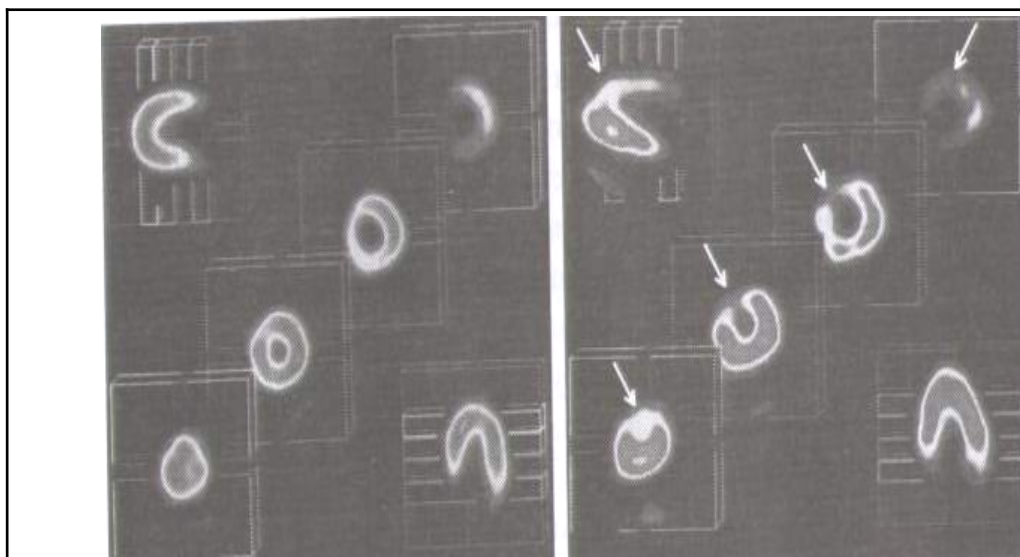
Сцинтиграфия миокарда с таллием-201. Дефекты перфузии при физической нагрузке (указаны стрелками).
